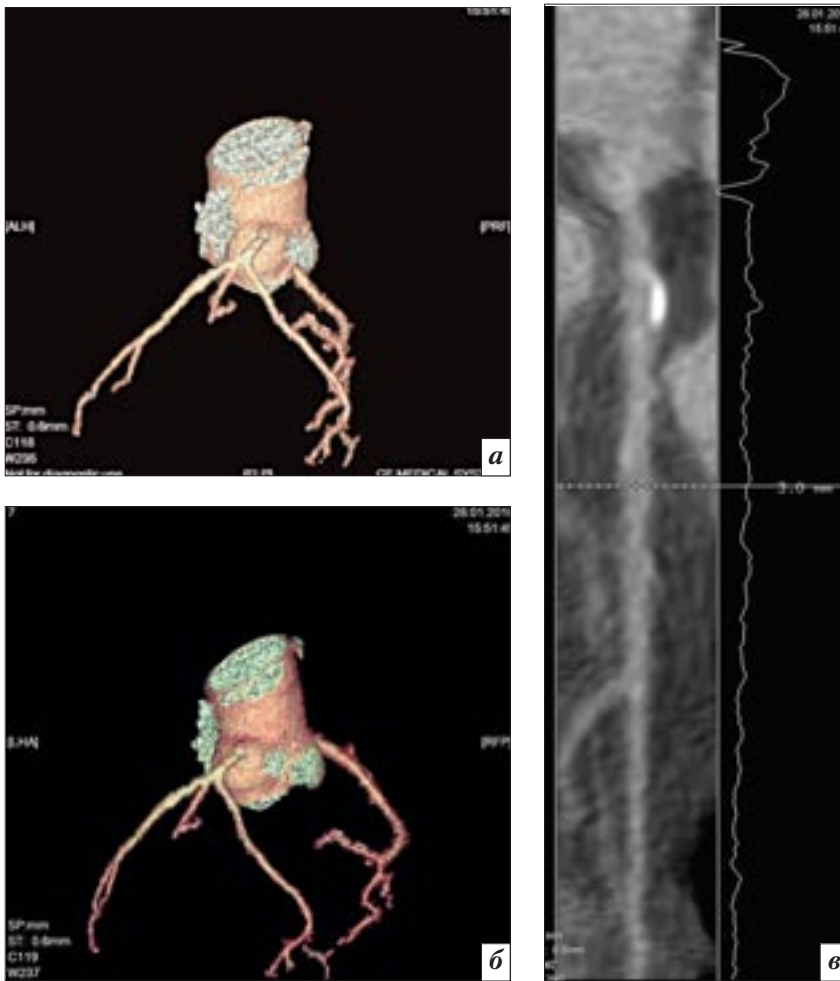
МСКТ-коронарограммы больной Х., 48 л. (описание в тексте).
